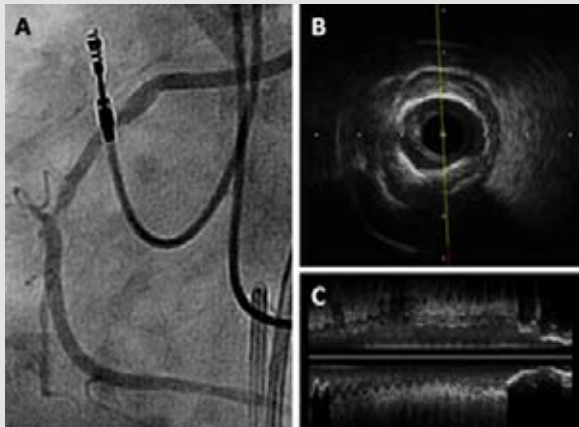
Calcificación coronaria no detectada por angiografía. (A) Angiografía muestra estenosis focal severa de segmento medio de arteria coronaria derecha. Sonda de ultrasonido intravascular no cruzó lesión. (B) Imagen de IVUS a nivel de obstrucción muestra placa con calcio severo concéntrico. (C) Vista en eje longitudinal de IVUS de misma lesión.
